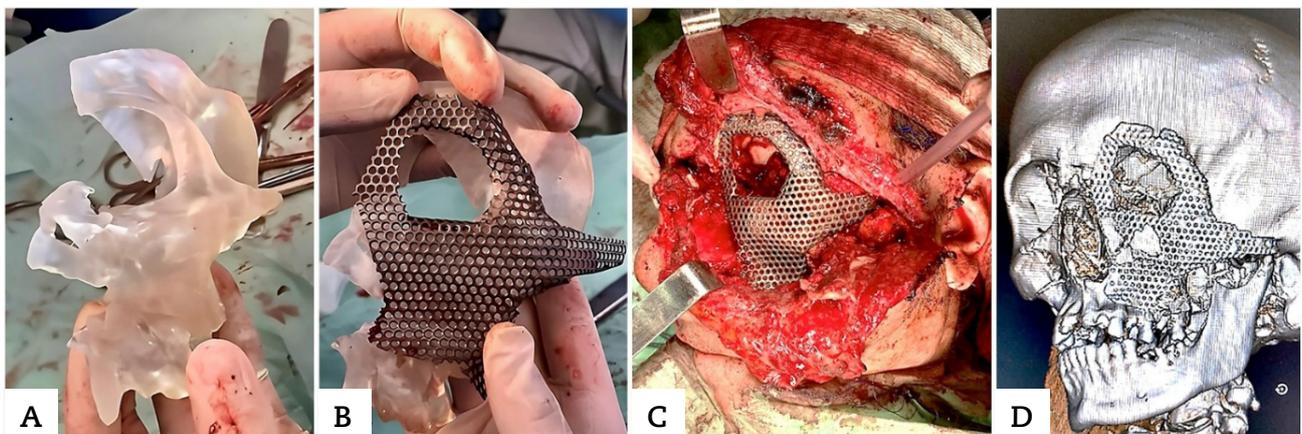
A: modelo en 3D del defecto óseo. B: malla de reconstrucción de titanio a medida para reemplazar los defectos óseos. C: colocación de la malla de titanio. D: resultados de la TC-3D de control tras la reconstrucción del cráneo-facial.
